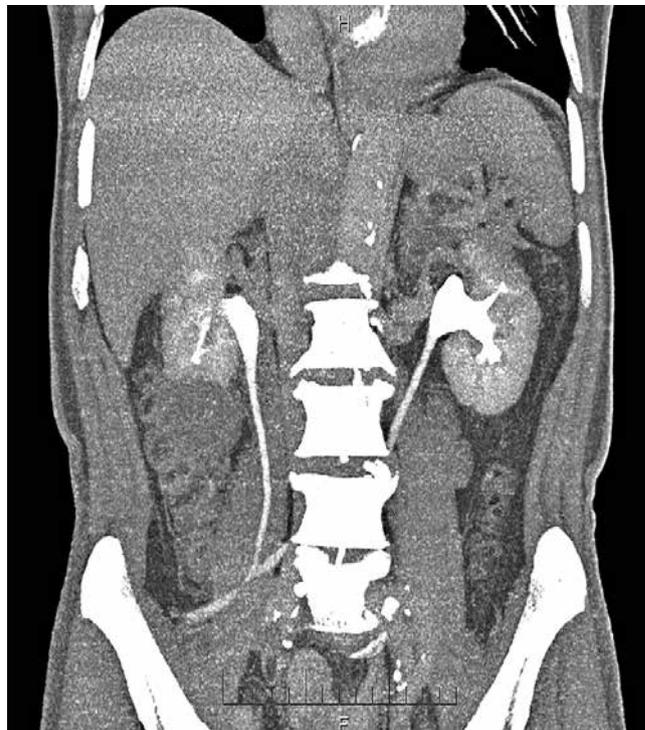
Спиральная компьютерная томография пациента 67 лет; 25 мес после операции и 16 мес после удаления наружных стентов (обследован в связи с прогрессированием заболевания)
